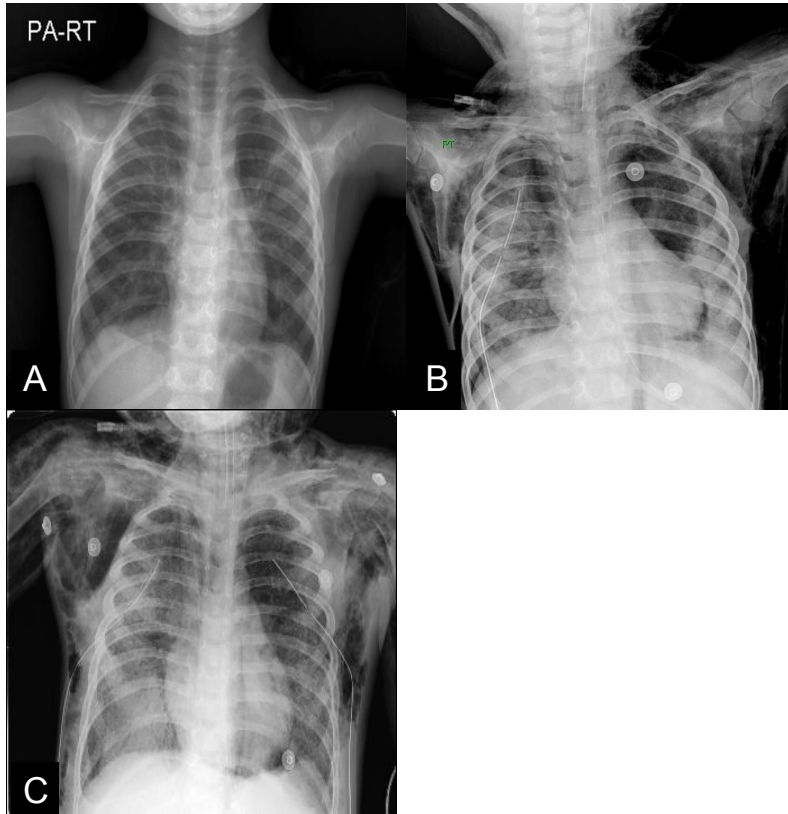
A) Chest X-ray shows abnormally increased interstitial marking at both lung field on the 1<sup>st</sup> day on admission. B) Uneven aeration with multifocal reticulonodular opacity is noted and the thoracostomy is done on right lung field due to pneumothorax and pneumomediastinum on the 13<sup>th</sup> hospital day. C) On the 23<sup>rd</sup> day, pneumothorax, pneumomediastinum, and diffuse subcutaneous emphysema is aggravated and additional thoracostomy is done on left lung field.
